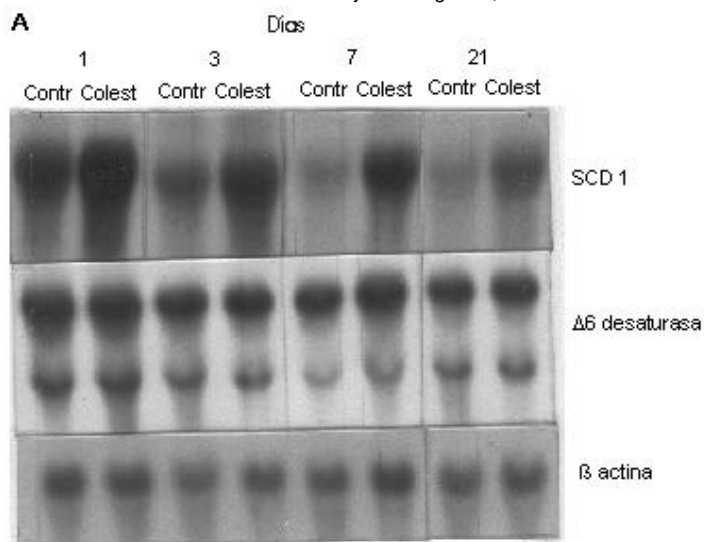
Efecto de una dieta rica en colesterol sobre los niveles de ARNm de la esteroil-CoA desaturasa-1 (SCD1) y de la D6 desaturasa hepáticas. A, autorradiografías representativas. B, niveles de ARNm normalizados respecto a los lotes controles.
